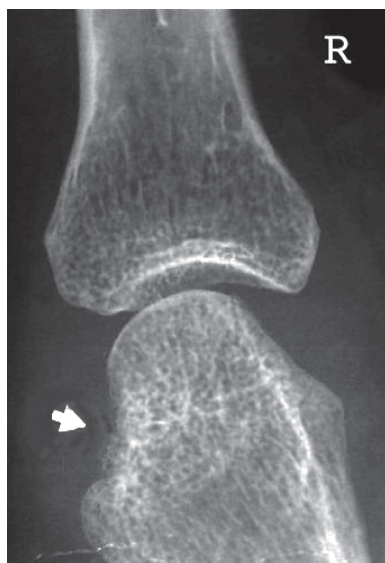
Прицельная микрофокусная рентгенография с 10-кратным увеличением изображения. Больная К. 38 лет. Видна плоскостная эрозия (стрелка)
